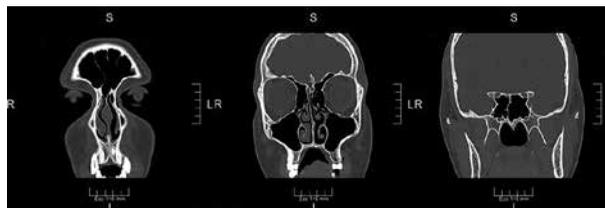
Tomografía computada de macizo craneo facial en cortes coronales con ventana ósea. No se visualiza compromiso de estructuras óseas y senos paranasales libres.
